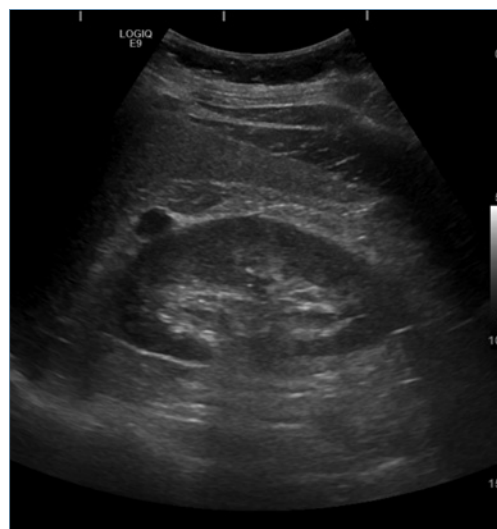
Ecografia abdominal
